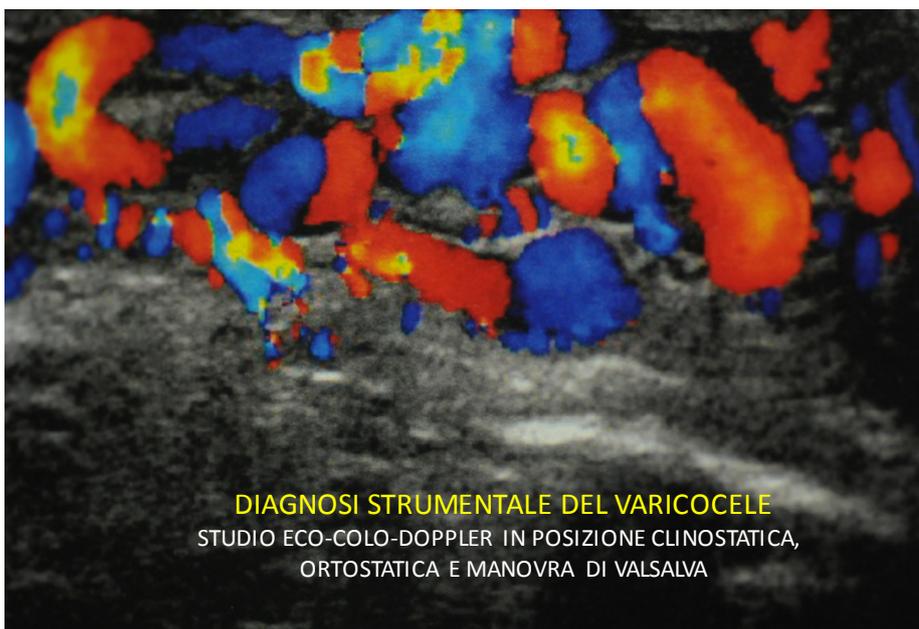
ECO-COLOR-DOPPLER
